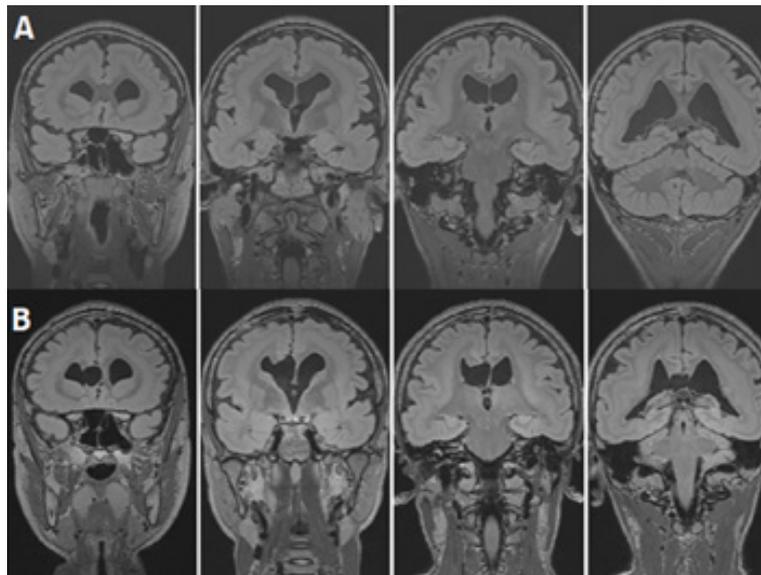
Resonancia Magnética Secuencia FLAIR Plano coronal A. prequirúrgica. B. 3 meses postquirúrgica.
